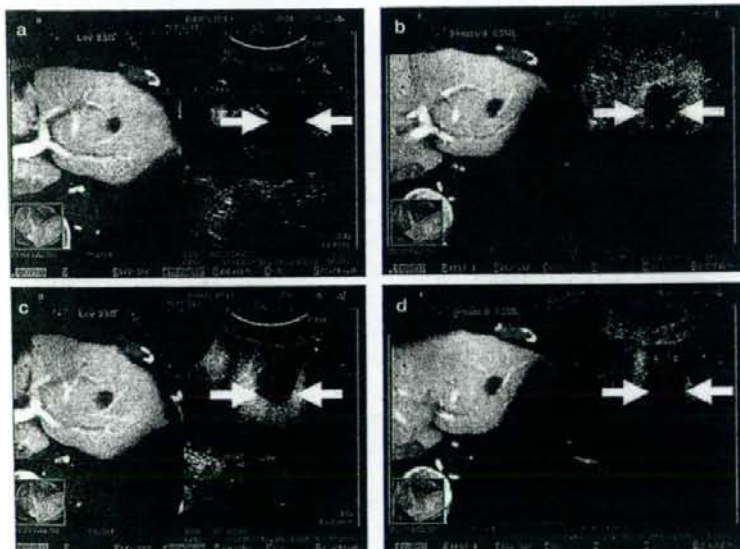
造影超音波による経皮的ラジオ波焼灼療法の効果判定
